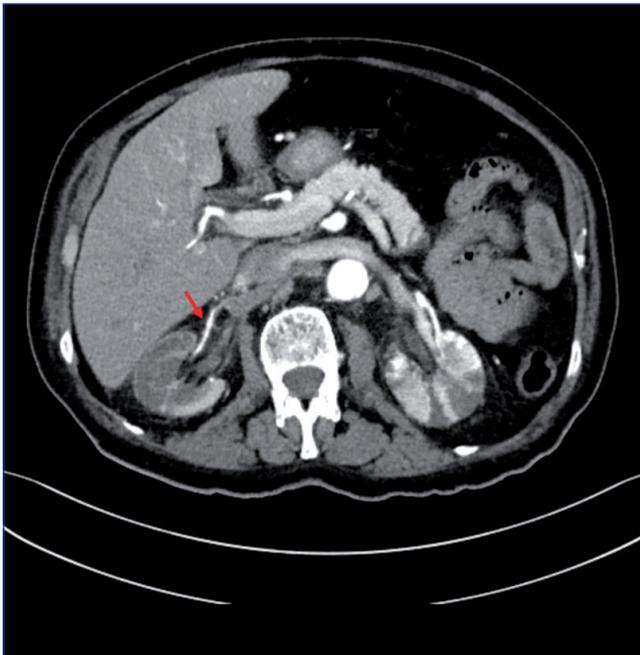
Tomografía computarizada abdominopélvica en que se objetiva relleno de la arteria renal derecha por ramas colaterales (flecha roja).
